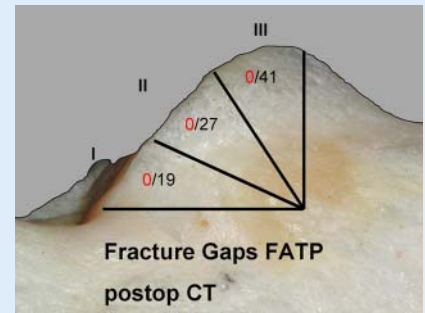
▲ Sektorenanalyse der ermittelten FATP-fracture-gaps (postoperative CT)
